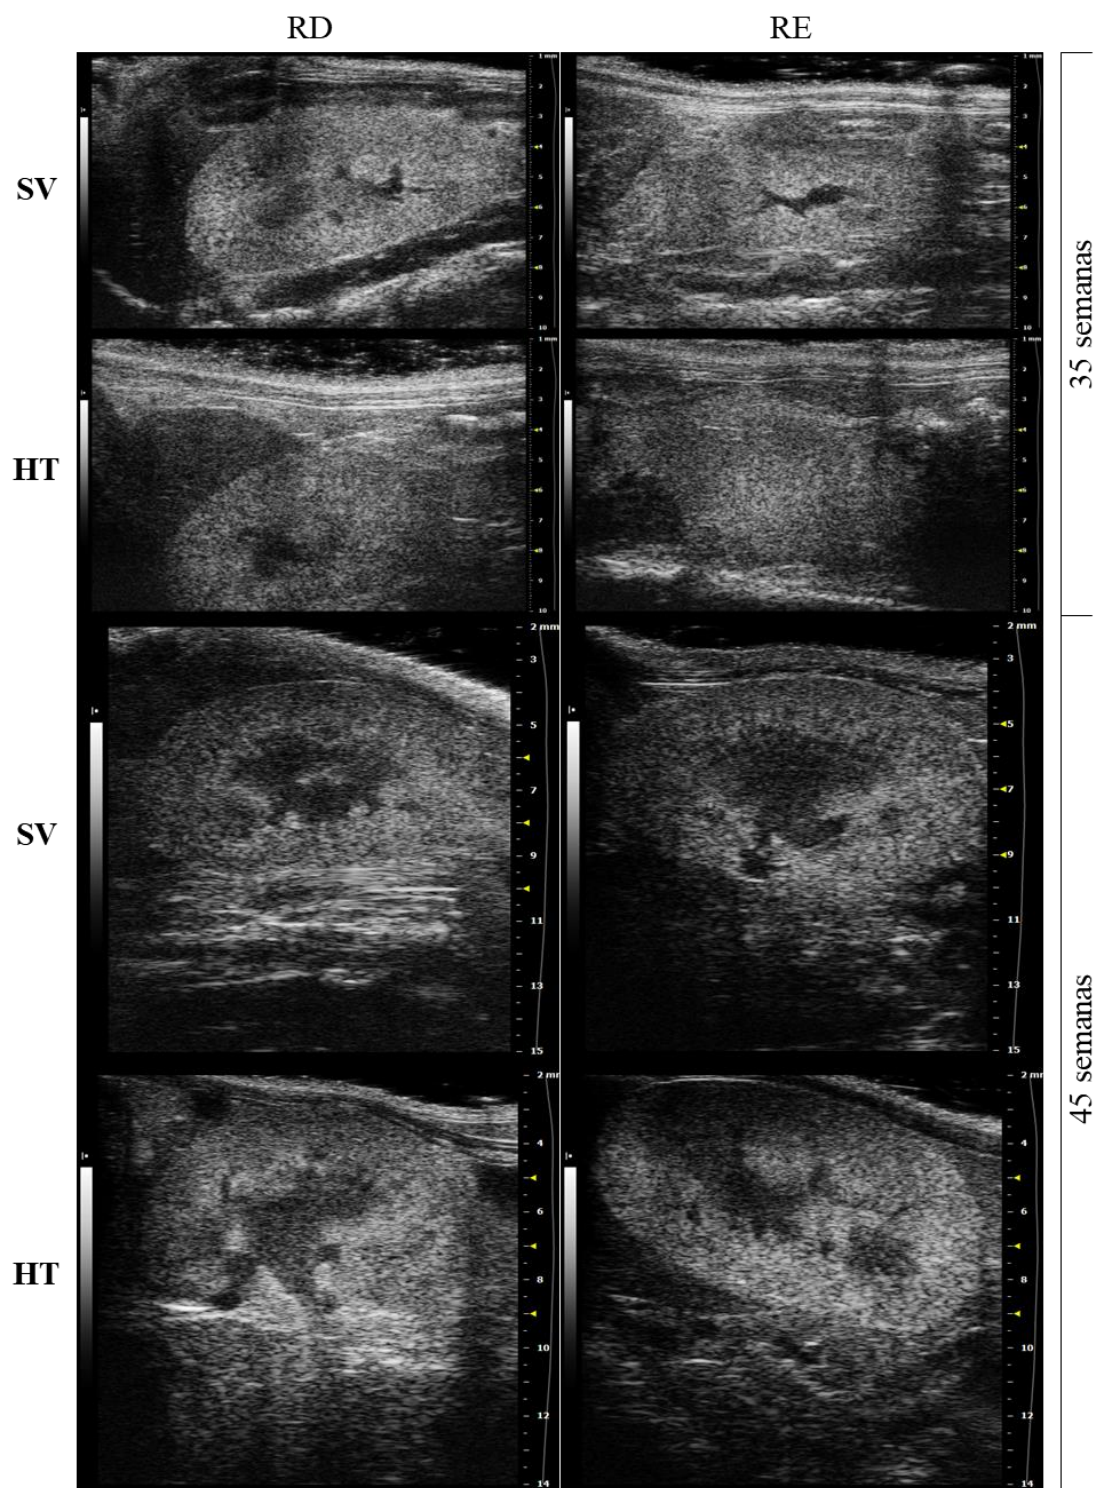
Imagens representativas obtidas por ultrassonografia de rim direito (RD) e rim esquerdo (RE) não císticos de camundongos selvagens (SV) e haploinsuficientes para *Pkd1* (HT), nas idades de 35 e 45 semanas.
